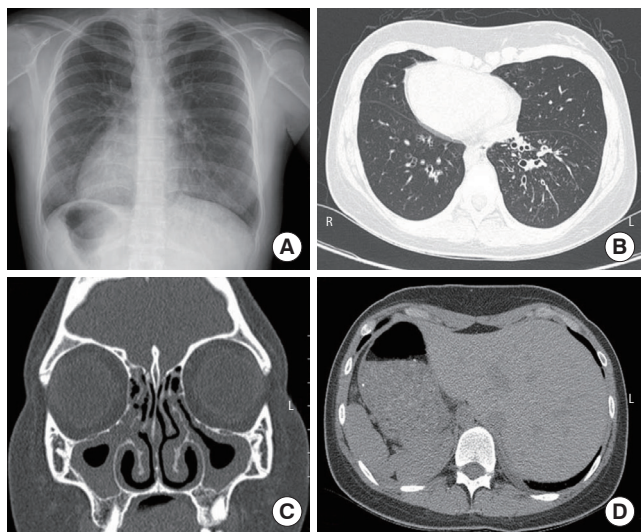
Radiologic findings at the time of diagnosis. (A) Chest X-ray shows situs inversus with dextrocardia. (B) Chest computerized tomography (CT) shows dextrocardia and bronchiectasis with mucoid impaction in both lower lobes. (C) Paranasal sinus CT shows prominent and diffuse mucoperiosteal thickening on entire paranasal sinus. (D) Abdominal CT shows a mirror image of normal configuration of stomach and liver.
